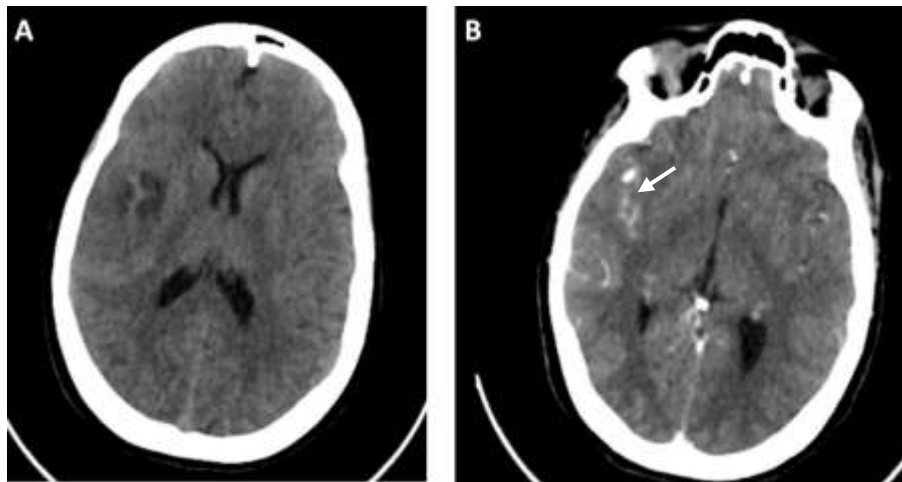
A) TDM cérébrale : Plaque hypodense parenchymateuse cérébrale pariétale droite contenant des zones spontanément hyperdenses en rapport avec une hémorragie méningée, B) image d'addition du M2 de l'ACM droite en rapport avec un anévrysme mycotique (flèche).
